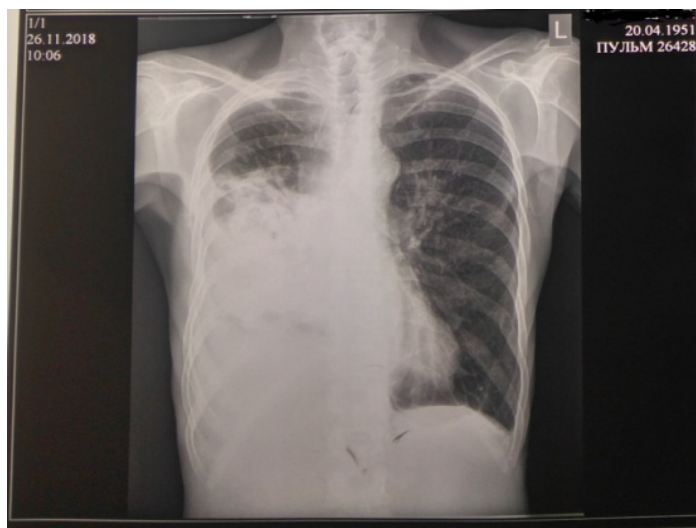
Рентгенограмма органов грудной клетки от 26.11.2018
